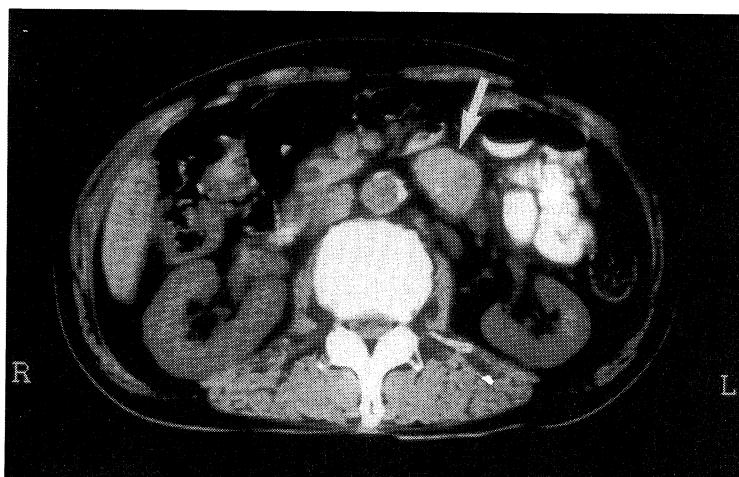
A computed tomography of the abdomen shows a mesenteric mass (arrow) in the left anterior region of the abdominal aorta.
